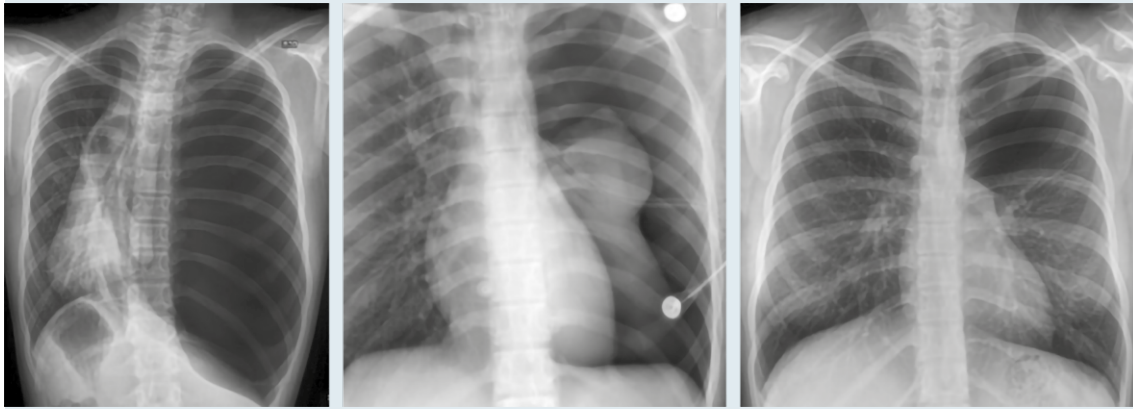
Pacientes pediátricos, con rangos de edad entre los 12 y 16 años de edad quienes al momento de su ingreso al hospital evidenciaron neumotórax mayor por medio de radiografía de tórax.
